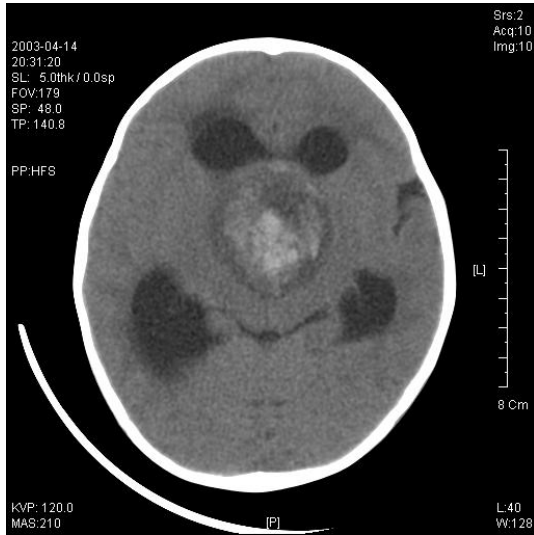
Brain CT shows 6×5 cm sized mass in hypothalamus and the mass consisted of central irregular high density and peripheral low density.
